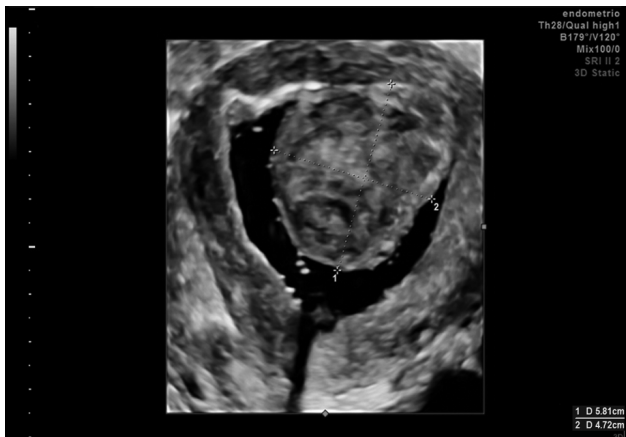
3D hysterosonography of the same submucous myoma (Voluson E8 system (GE Healthcare, Zipf, Austria))
